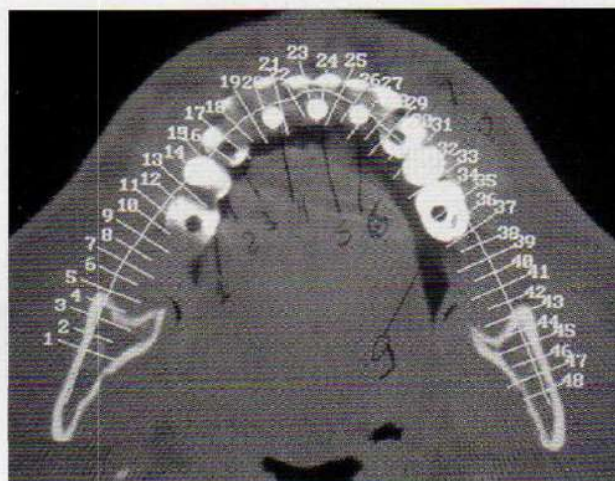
Corte horizontal da mandíbula na tomografia computadorizada identificando por números os cortes sagitais no corpo da mandíbula para que possam ser localizados.
